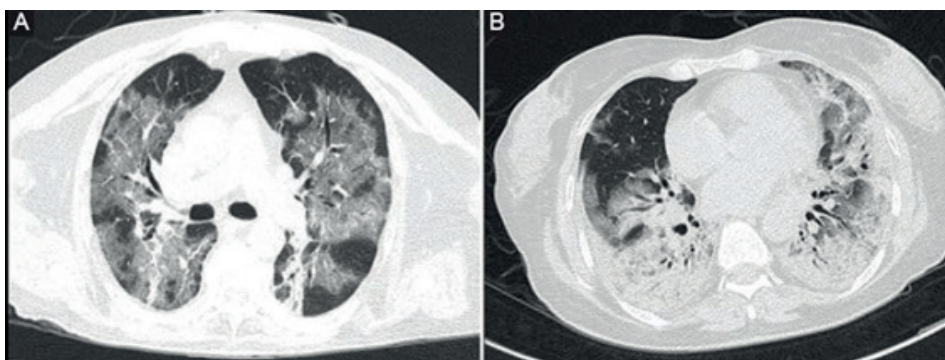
Hallazgos de la tomografía computada simple de tórax. A: imagen en vidrio despoluido. B: imagen con áreas de consolidación bilateral.
